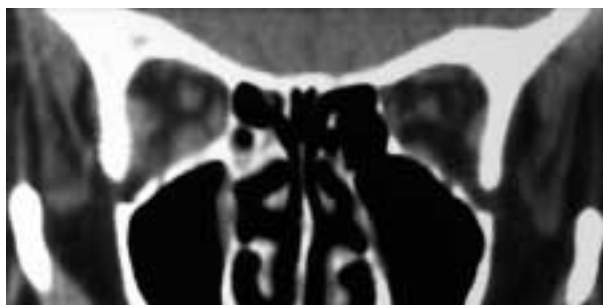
TC urgente con engrosamiento de los músculos rectos lateral e inferior en la órbita derecha.
